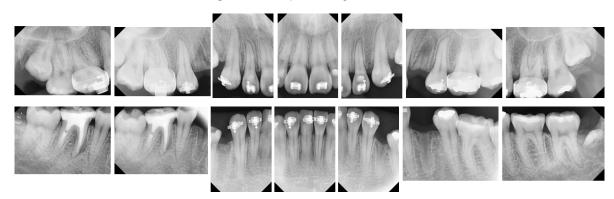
Serie periapical inicial
